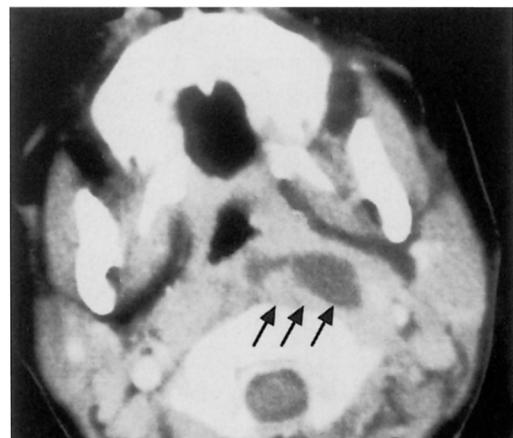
Contrast enhanced CT scan on admission
